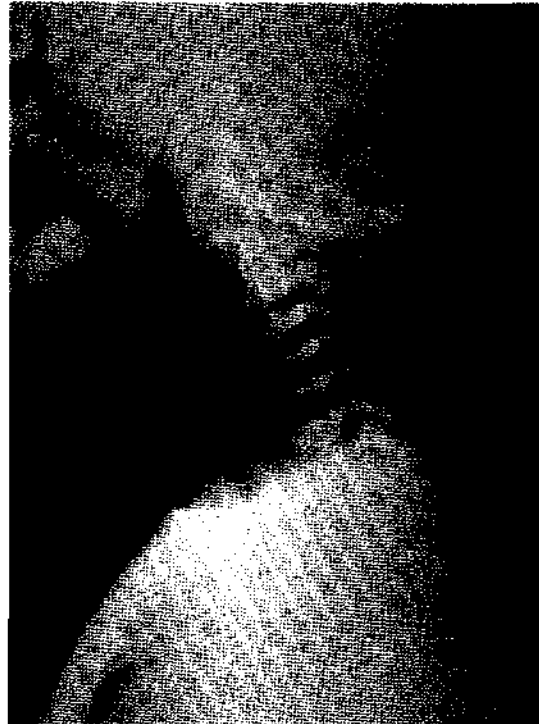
Radiografía lateral del cuello, 72 horas después de iniciar el tratamiento. Se puede observar desaparición de los signos inflamatorios en el momento de extubar a los pacientes.
